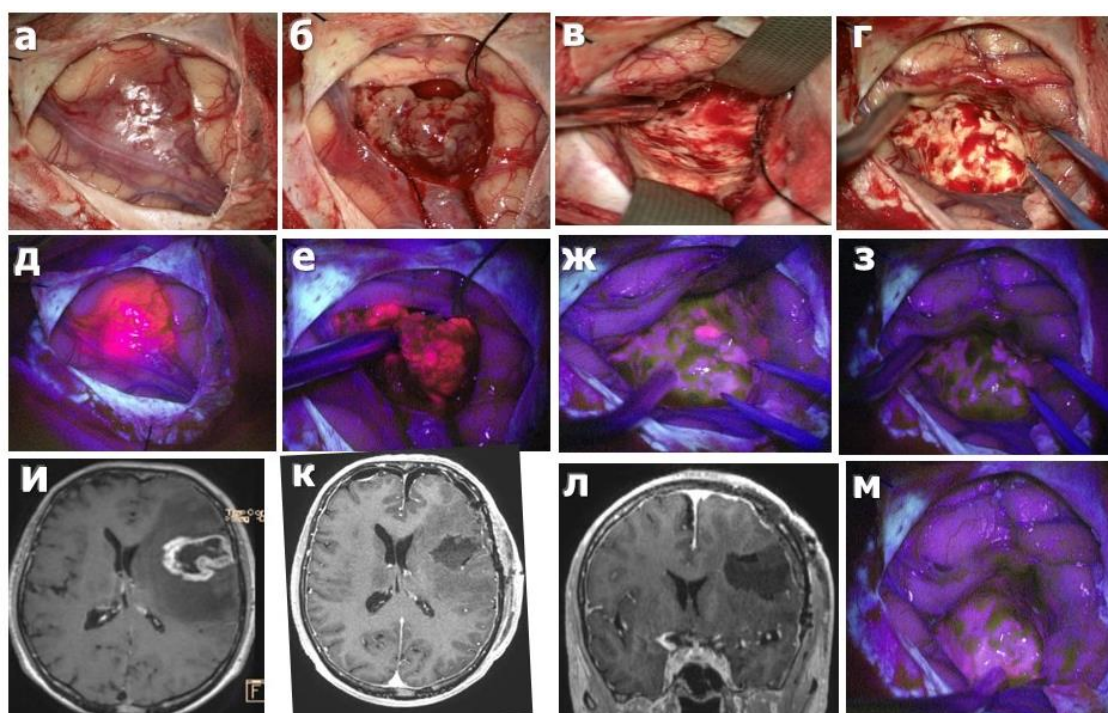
Постепенное снижение интенсивности флуоресценции по мере удаления глиобластомы левой лобной доли при периодическом переключении режимов белого и флуоресцентного цветов: а) вид опухоли, выходящей на кору мозга до удаления; д) соответствующий вид во флуоресцентном режиме, опухоль ярко светится; б) начат процесс удаления опухоли, вид в белом свете, е) яркое свечение опухоли в флуоресцентном режиме, в) конец основного этапа резекции, в белом свете остатков опухоли нет, ж) остается остаточное свечение в ложе, удаление опухоли продолжено, г) финальный вид раны в белом свете перед гемостазом, з) – соответствующий финальному этапу вид в белом свете – остаточного свечения нет, и) МРТ до операции с контрастом в T1 режиме, аксиальный срез, к) МРТ после операции с контрастом, в T1 режиме, аксиальный срез, л) МРТ после операции с контрастом, в T1 режиме, сагиттальный срез, м) повторная контрольная флуороскопия перед укладыванием гемостатической марли, свечения нет.
